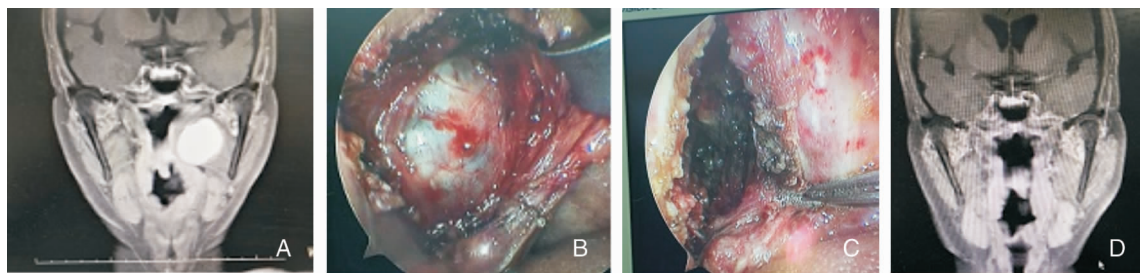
典型病例术前、术后影像学对比图片及术中内镜图 A:术前MRI显示咽旁囊性占位性病变(非血管源性),瘤体位于颈动脉鞘的前内侧,包膜完整;B:内镜下口内腭弓处切开,以超声刀分离、暴露瘤体;C:完整切除瘤体,创面以双极电凝或超声刀止血;D:术后1年MRI显示咽旁呈术后改变,肿瘤无复发
